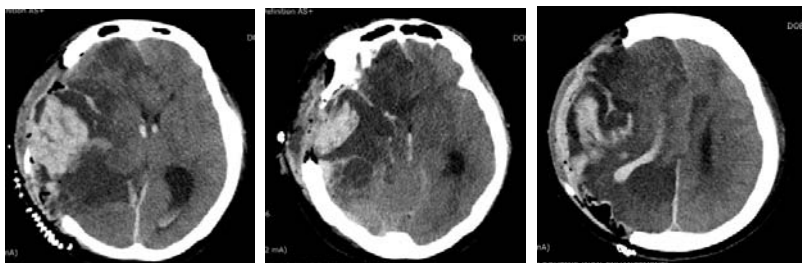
CT brain of Patient (2017.07.08).
